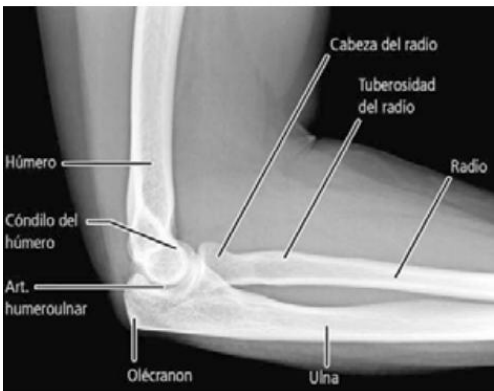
Radiografía lateral del codo derecho. El antebrazo se encuentra en flexión de 90°. Se ve la extremidad distal del húmero articulada con las extremidades proximales de la ulna y del radio.
